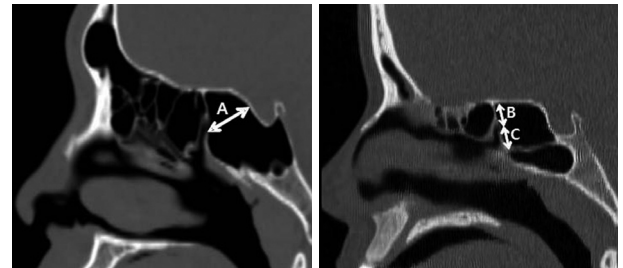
Sagittal plane containing a line from nasal sill to the sphenoid ostium on CT image. "A" indicates distance from the sphenoid ostium to the posterior wall of sphenoid sinus. Lines "B" and "C" indicate vertical distances from the sphenoid ostium to the nearest point of skull base and to the nearest point of bottom of sphenoid sinus.
